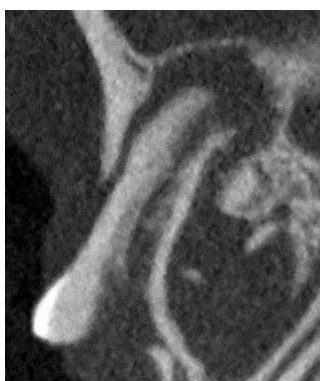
露髄 4 週間後のラット上顎第一大臼歯近心根根尖部の CT 撮影
